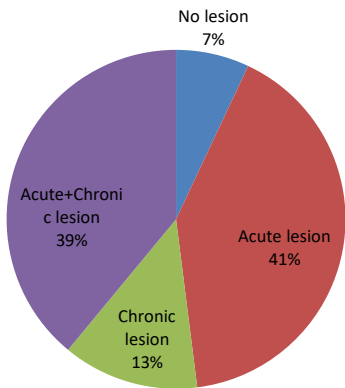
Rates of lesion characteristics detected with MRI during index neurological events before the PFO closure procedure
